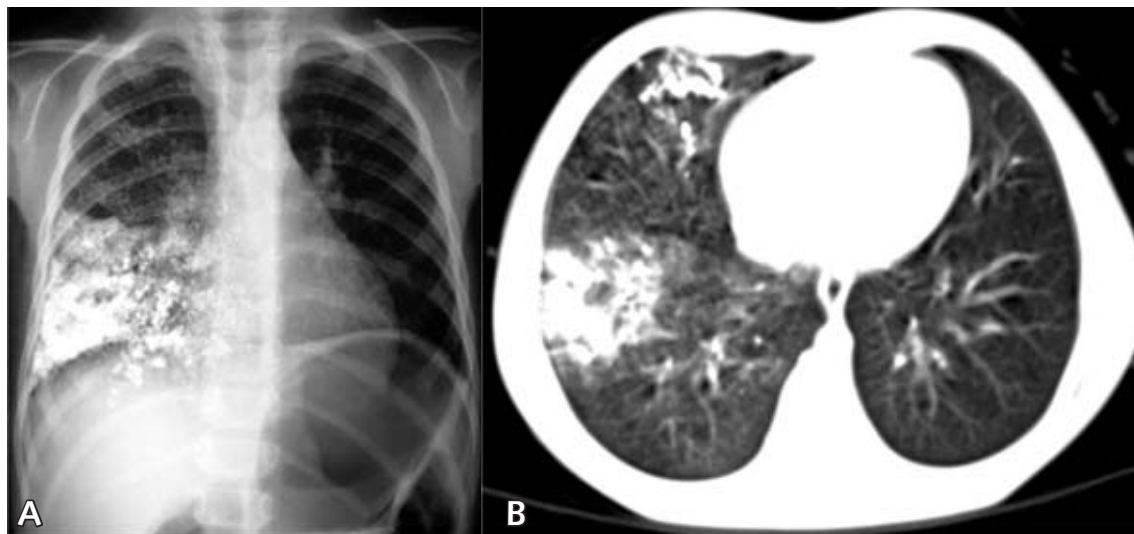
Radiografía de tórax 10 meses después de la aspiración de bario y ocho meses después del lavado broncoalveolar. 2B. TC simultánea a la radiografía, que confirma la leve disminución en la cantidad de bario.
